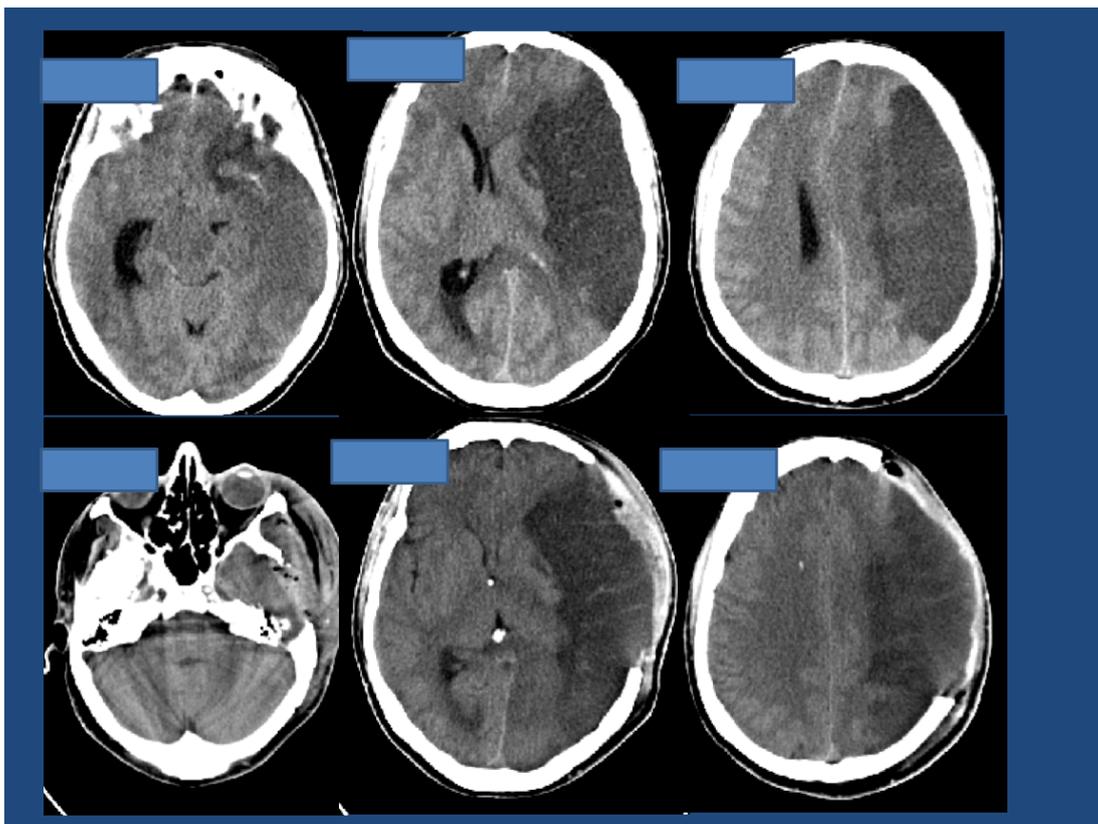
TC pre e post-operatoria di craniectomia decompressiva per largo infarto emisferico.
